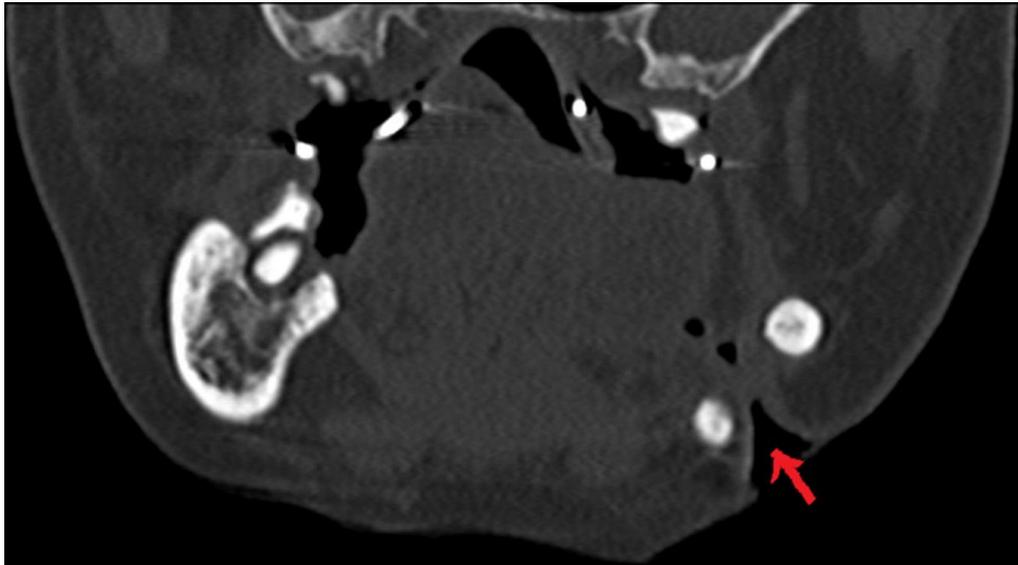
Corte coronal de tomografía computarizada que muestra la presencia de un trayecto fistuloso por osteoradionecrosis.¹³
